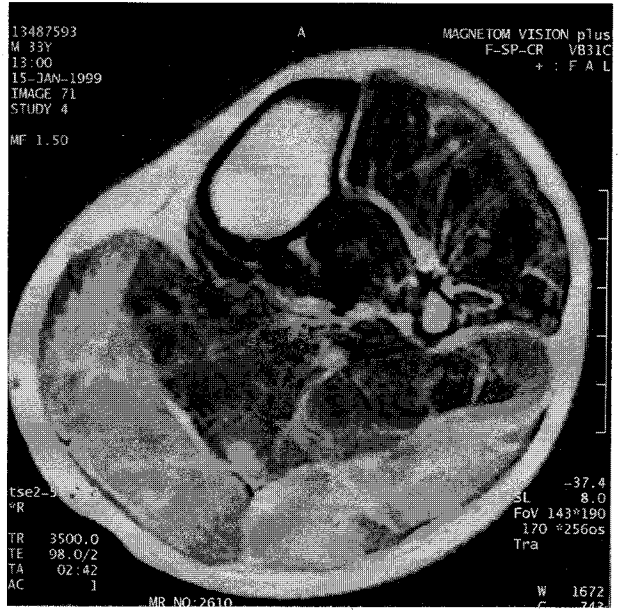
T2-weighted MR images of left calf shows a signal increase in gastrocnemius. This finding is suggestive for an inflammatory process confined to gastrocnemius muscle.
